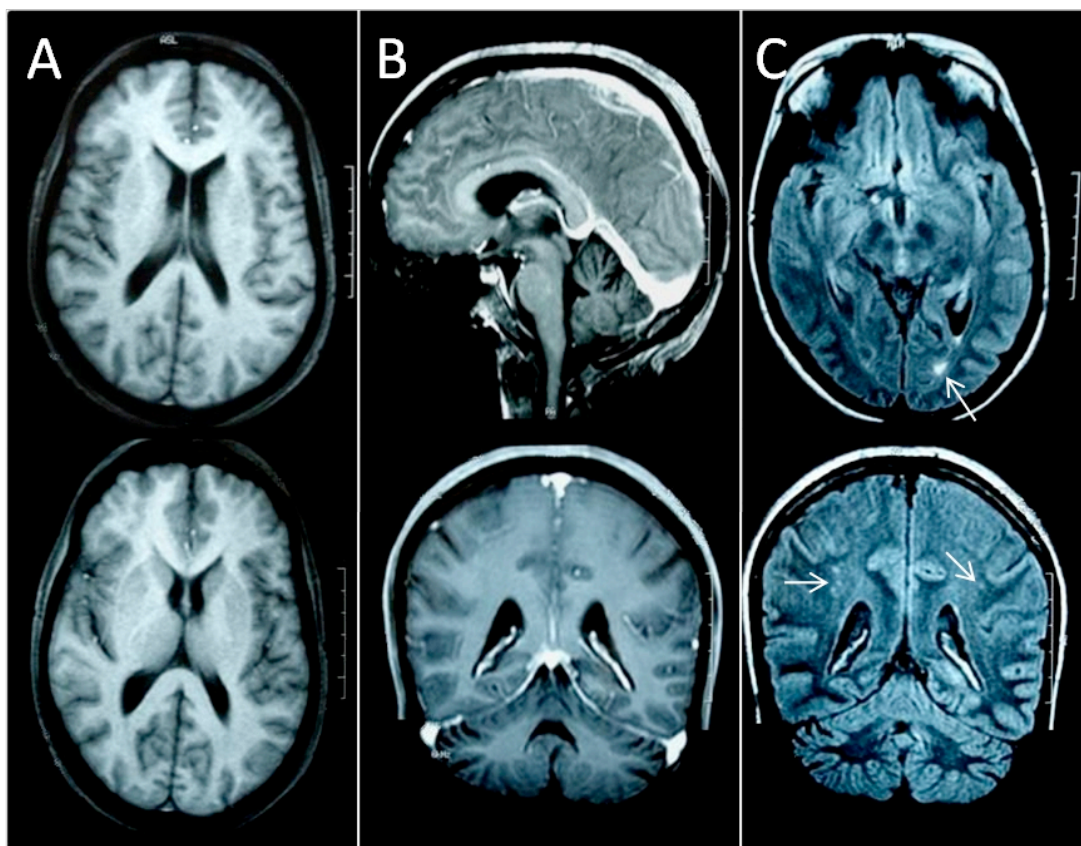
Imagem por ressonância magnética de crânio mostrando atrofia cortical difusa (cerebral e cerebelar) e alteração da substância branca (setas) no caso 6. (A: imagens ponderadas em T1; B: imagens ponderadas em T1 com contraste; e C: imagens ponderadas em FLAIR).
